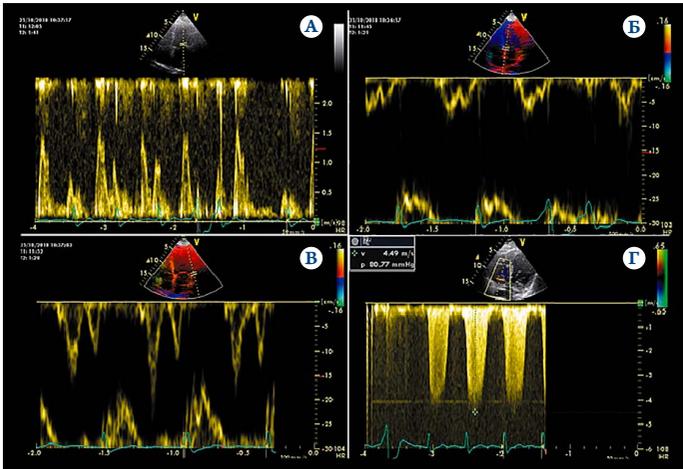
Предположительная причина одышки по результатам расширенной стресс-эхокардиографии
